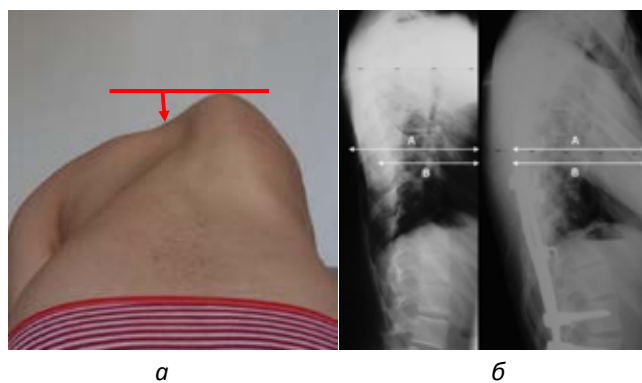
Клінічний приклад: *a* – визначення висоти реберного горба; *б* – рентгенограми хребта пацієнта на сколіоз у бічній проекції до та після хірургічного втручання з прикладом визначення індексу вистояння реберного горба (А – відстань від правого ребра до вершини реберного вистояння справа, В – відстань від лівого ребра до вершини реберного вистояння зліва)
